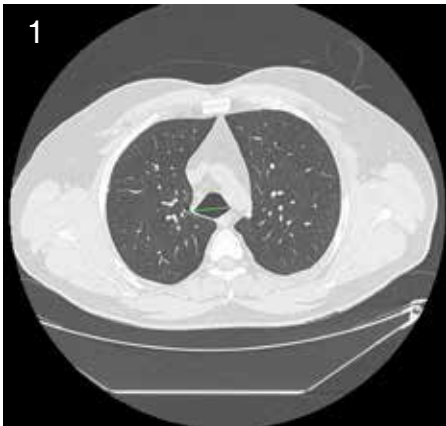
Corte axial de tomografía computada en ventana pulmonar a nivel del cayado aórtico.
